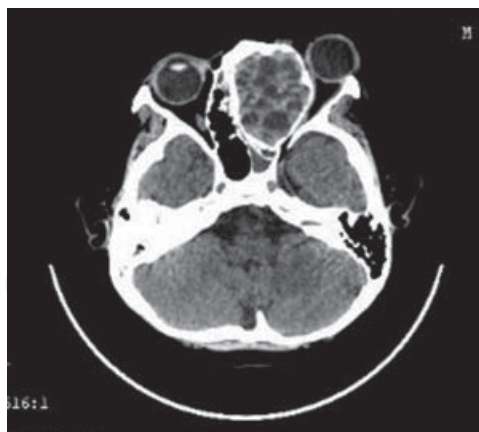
TC axial con medio de contraste donde se observa la proptosis del ojo izquierdo.
